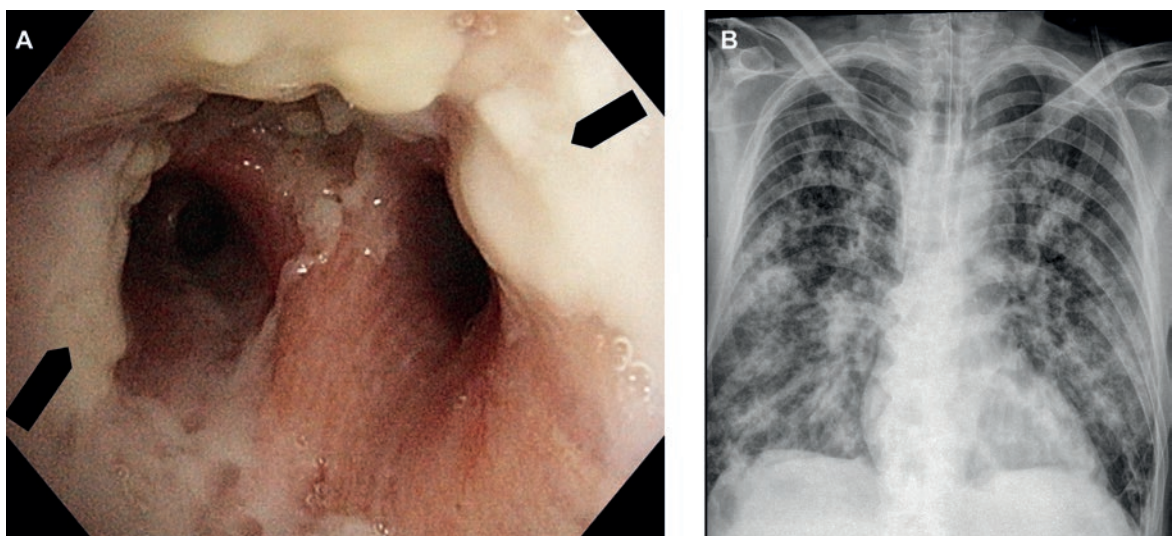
A) Bronchoscopie au Jour 10: pseudomembranes (flèches noires). B) Radiographie du thorax, cliché en position allongée, au Jour 10: augmentation de la densité des infiltrats.
